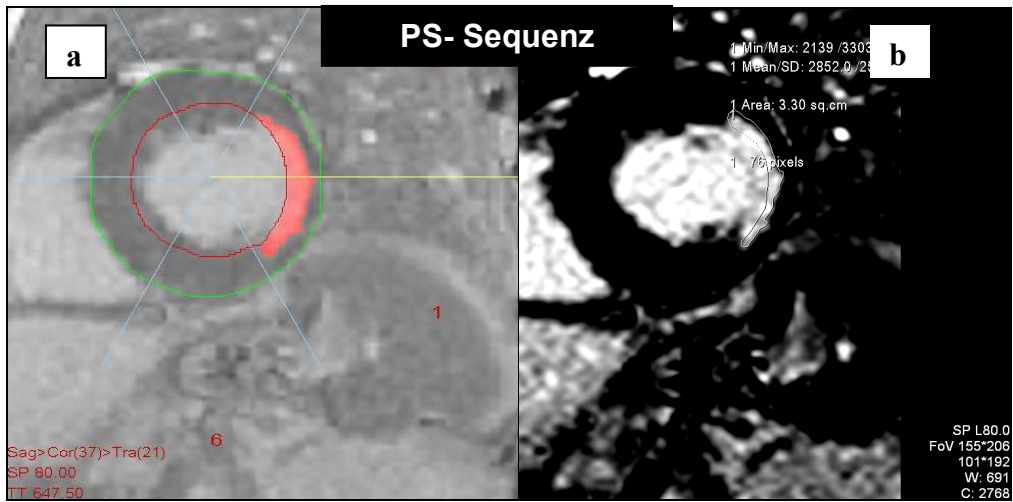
Kurzachsen- LE- MRT- Bilder eines 64- jährigen Patienten mit Z.n. Seitenwandinfarkt, der keine transmurale Ausdehnung erreicht hat. PS- Sequenz und IR- Sequenz. a) Darstellung des LE- Signals im VPT- Programm. b) Korrespondierendes Bild in der Viewingauswertung.
